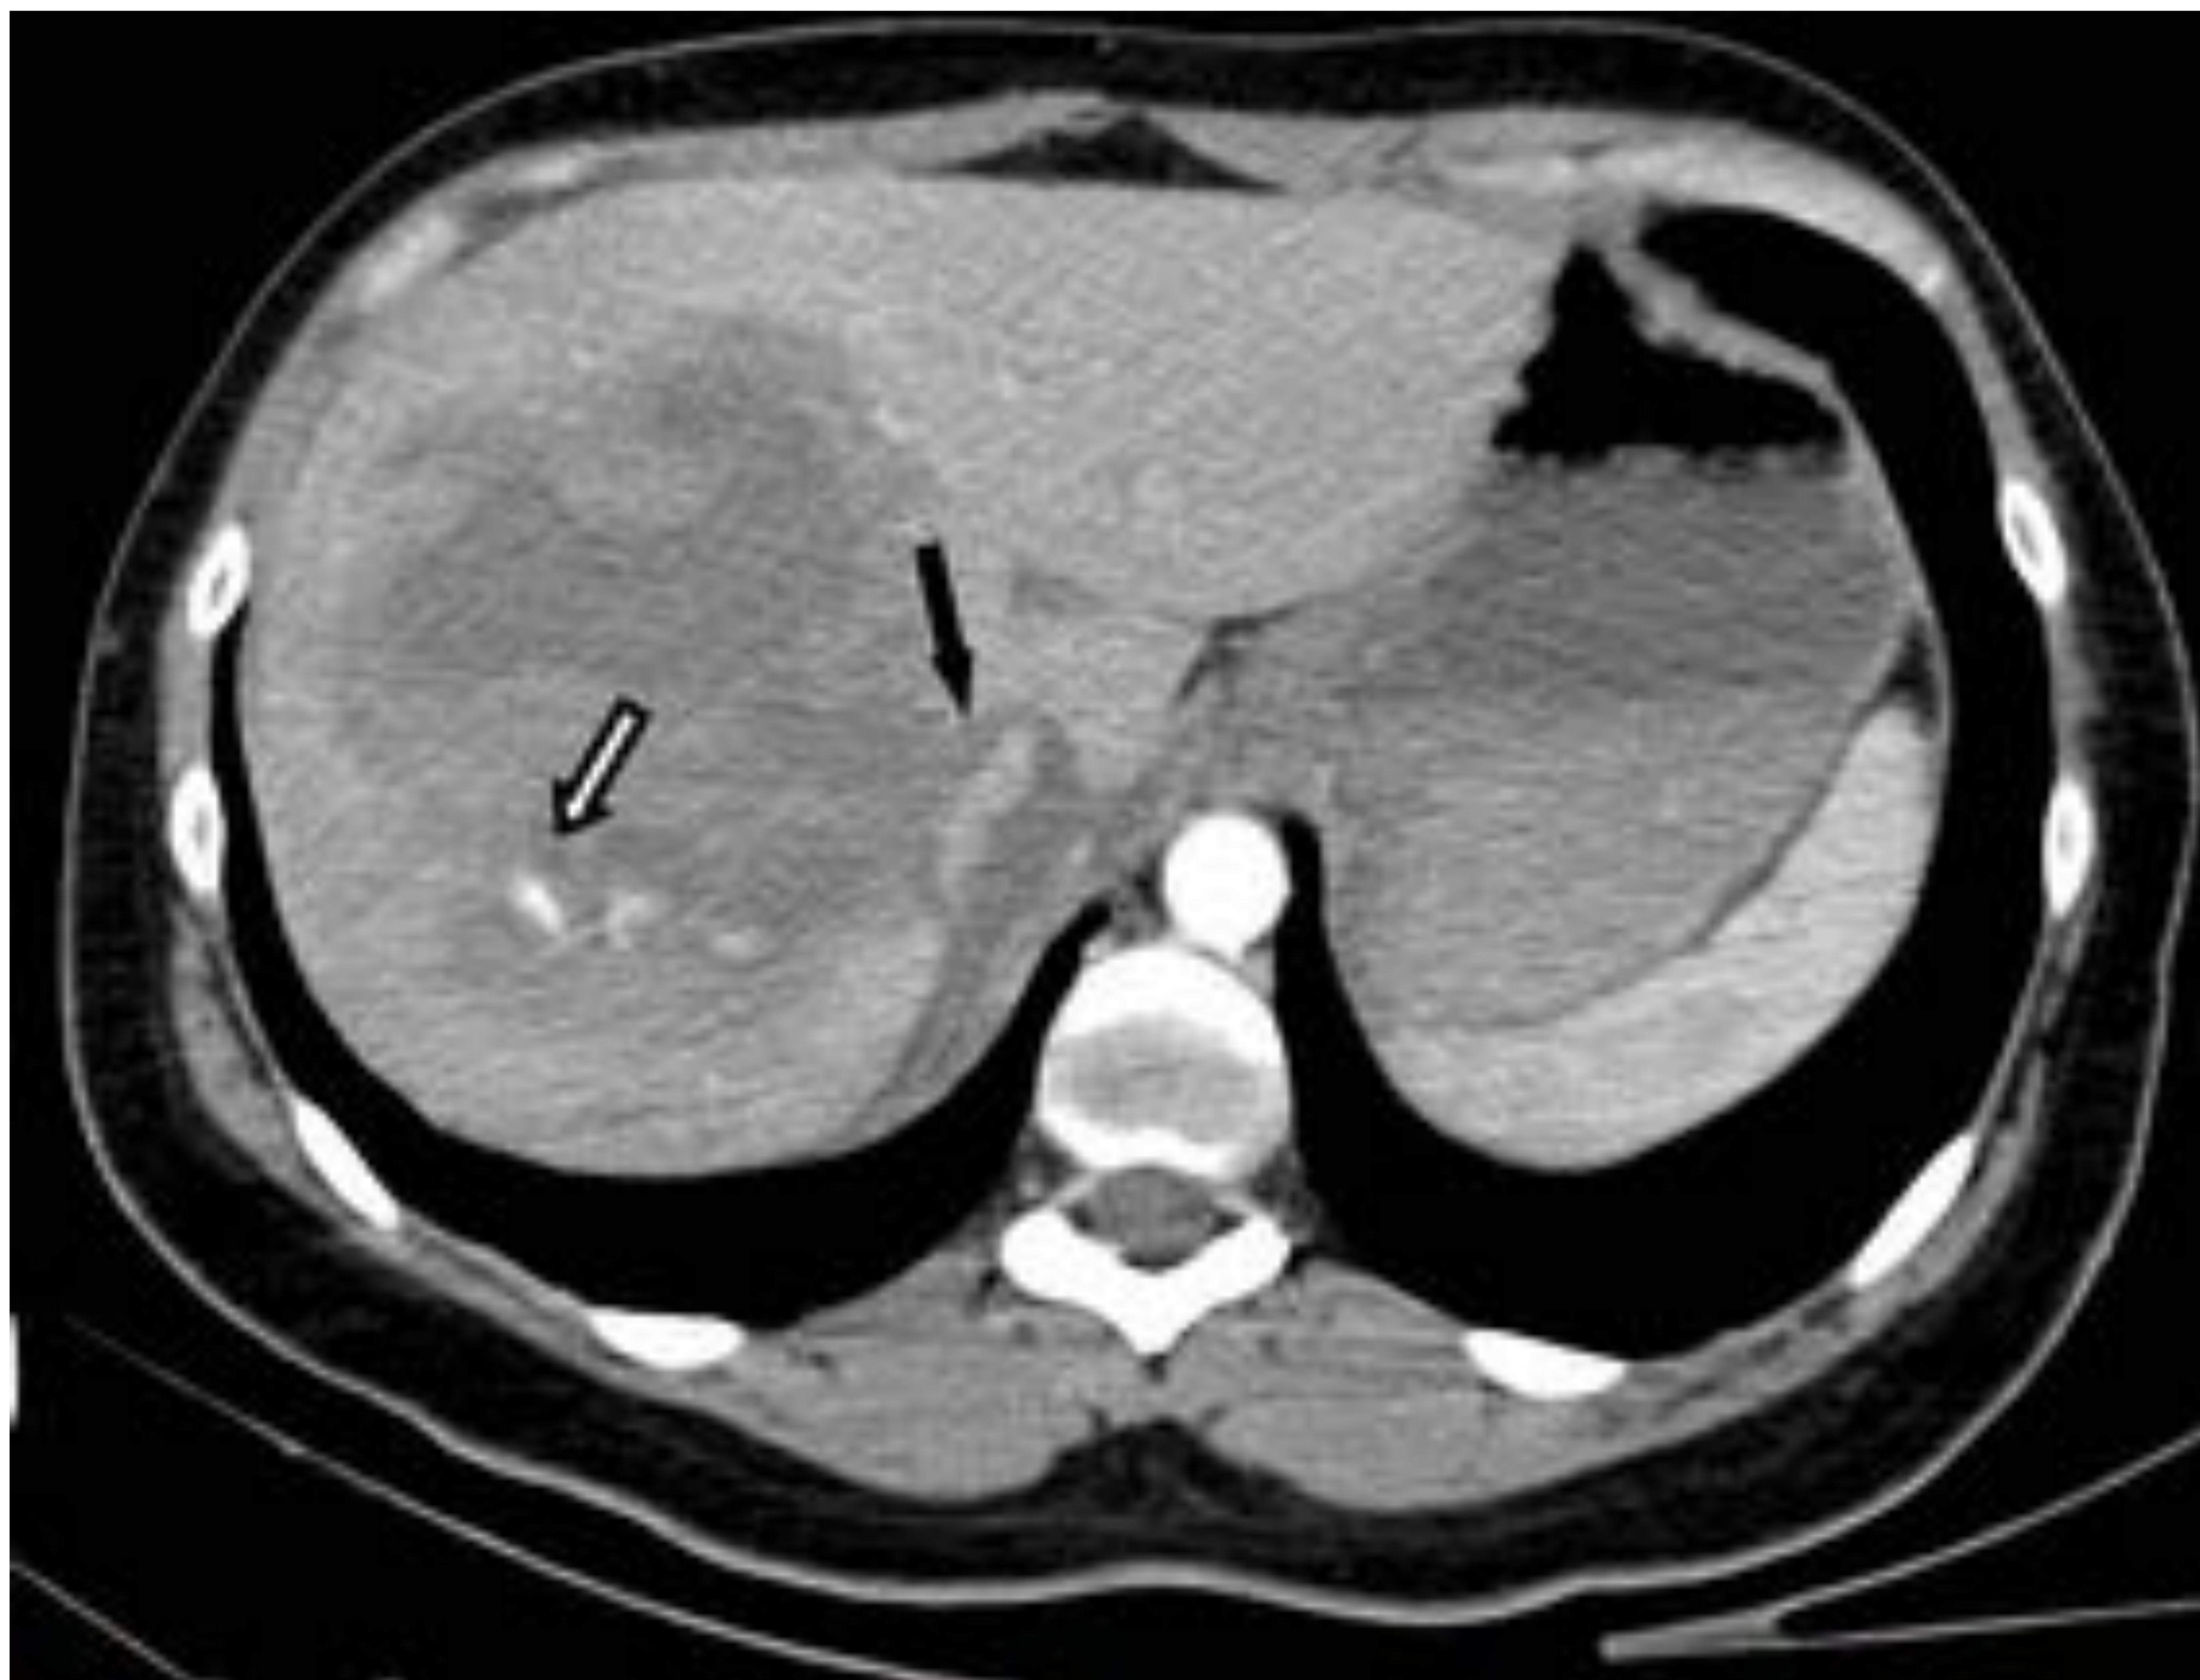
Corte axial de TC abdomino-pélvico en fase arterial, donde se observa un hematoma intraparenquimatoso en el lóbulo hepático derecho, de 11 cm, con signos de sangrado activo (flecha blanca), que afecta a vena cava (flecha negra) (AAST Grado V).
